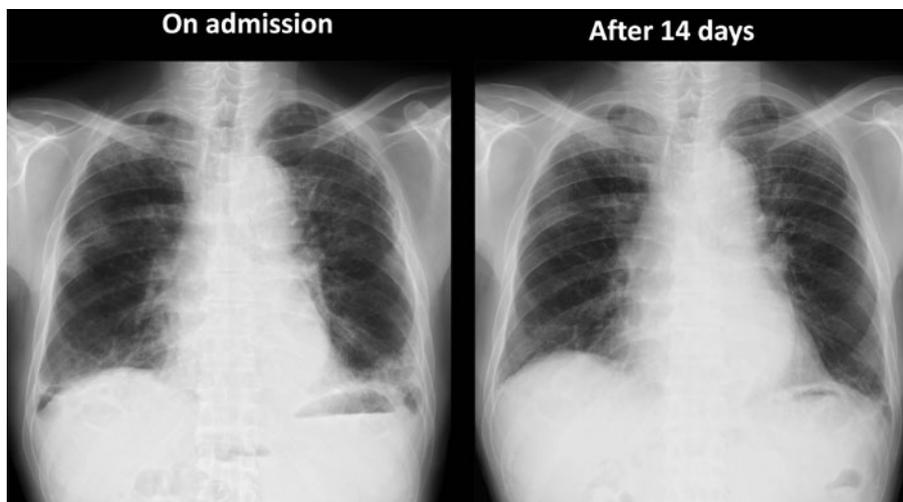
X-ray and computed tomography of the chest of case 1 shows an interstitial shadow of bilateral lungs and partial organizing pneumonia, but a honeycomb lung is not clearly visualized.
